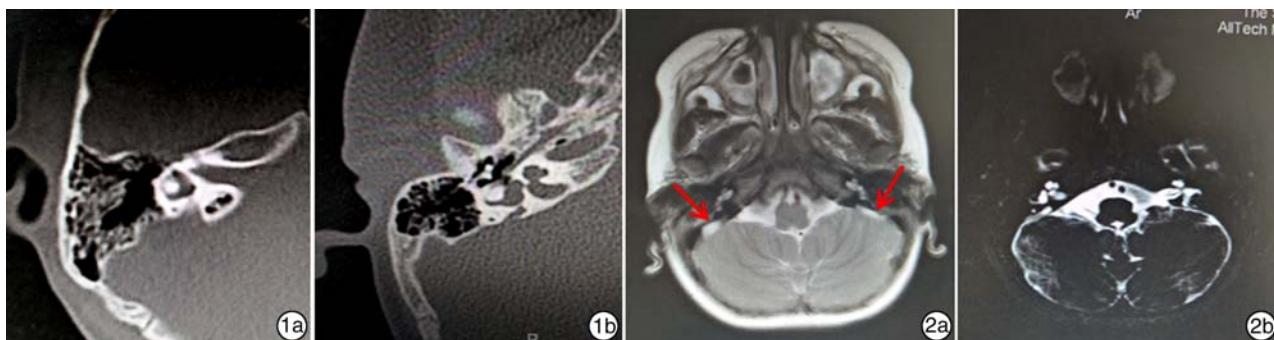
颞骨 HRCT 扫描轴位所示 1a: EVA 呈三角形;1b: EVA 呈管状; 图 2 内耳 MRI 所示 2a: T2 加权相示双侧内淋巴囊扩大;2b: 内耳 MRI 水成像示双侧内淋巴囊扩大。
